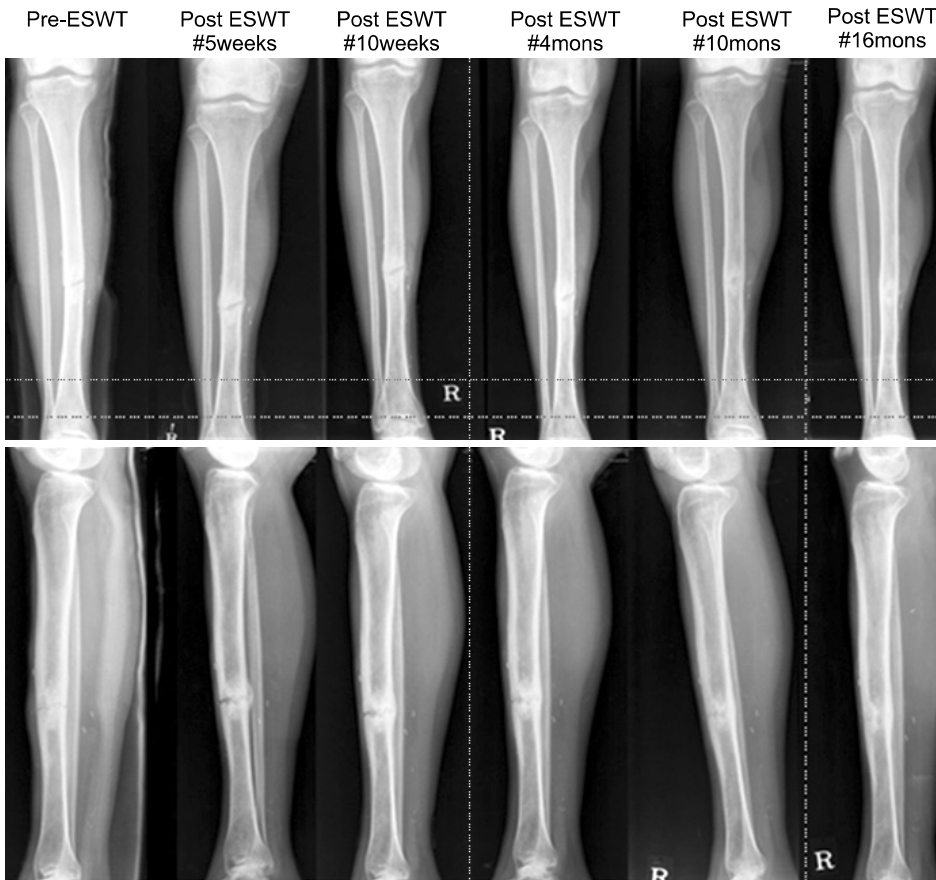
The radiographs of the tibia show nonunion on anteromedial aspect of fracture site before extracorporeal shock wave therapy (ESWT). At 5 weeks, 10 weeks, 4 months and 10 months and 16months after ESWT radiographs show callus formation and bony union achieved (mons: months).
